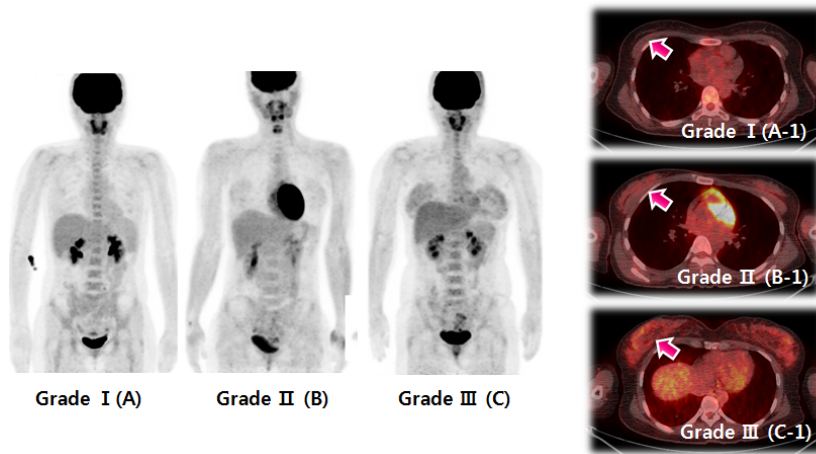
Three nuclear medicine specialists did the Blind test. (A), (B), (C) were PET whole body images, and (A-1, B-1, C-1) were Fusion image of each Grade. The higher grade was, the more breast FDG uptake increased unusually.
